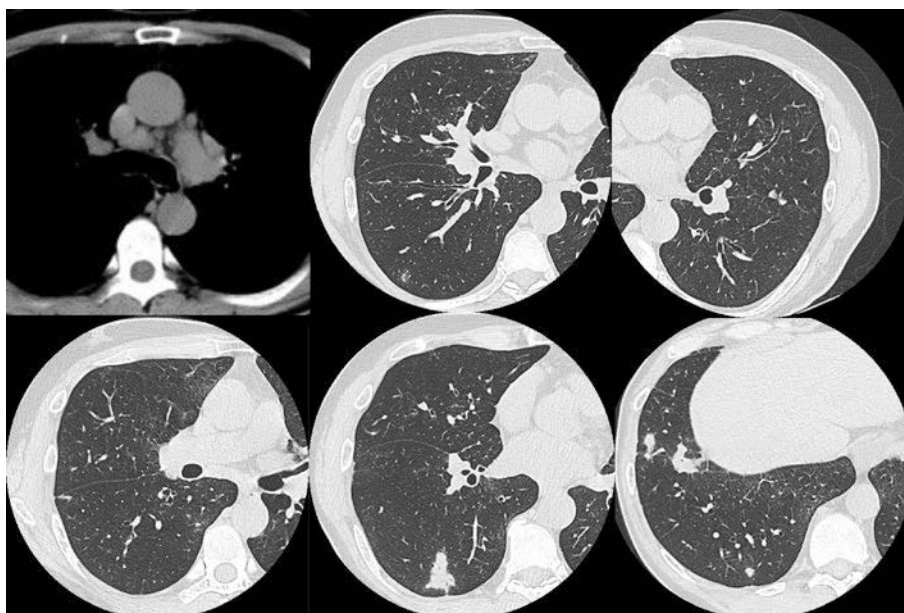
Chest computed tomography images showing mediastinal lymphadenopathy, thickening of the bronchial wall, and ground-glass opacification in both lungs, with multiple nodules in the right lower lobe.
